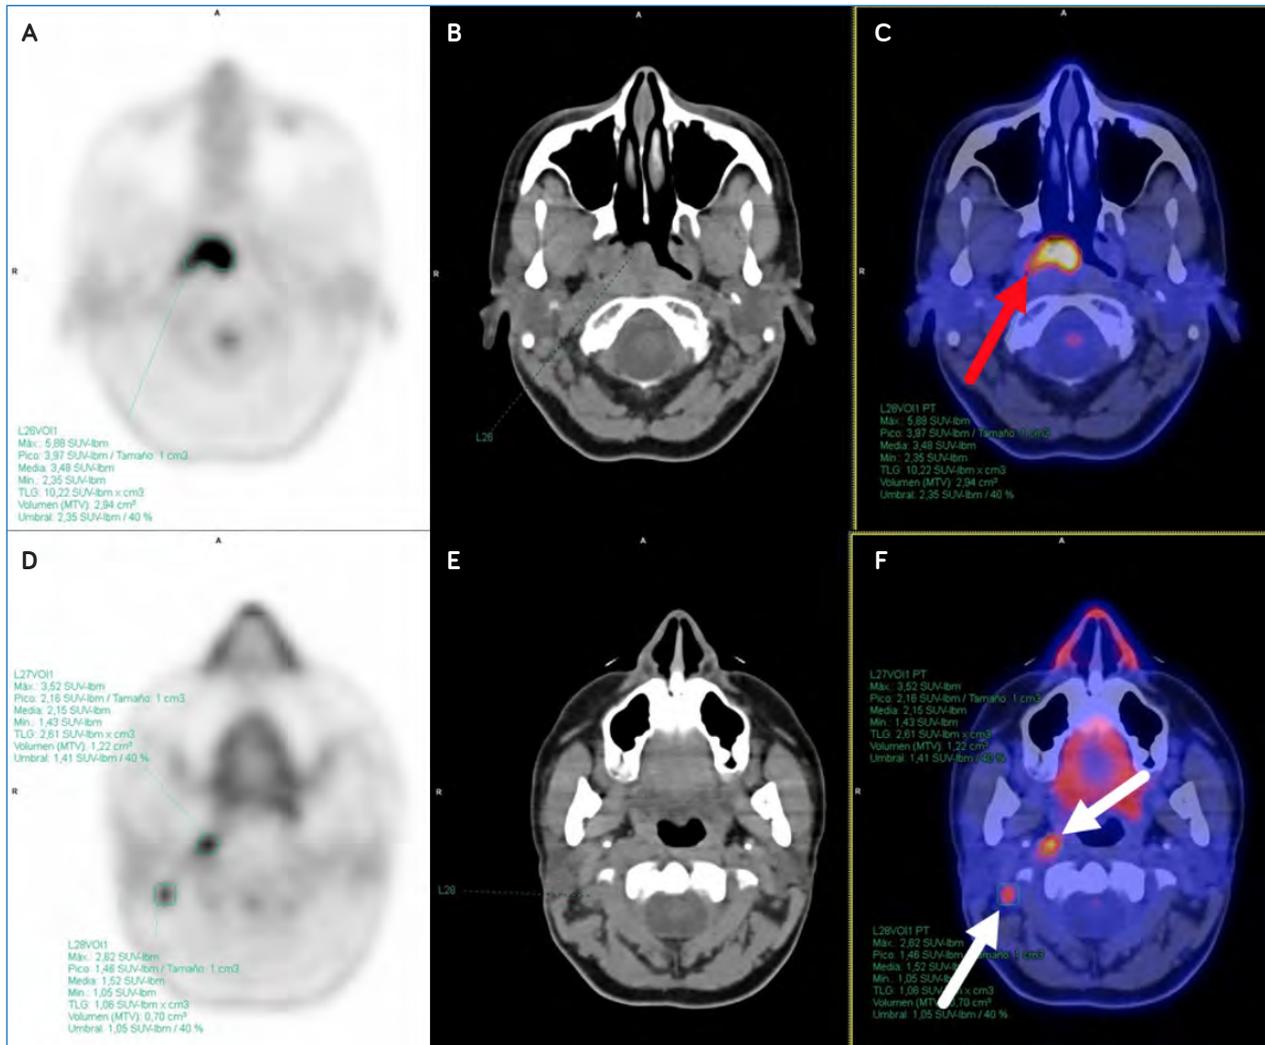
Paciente con tumor nasofaríngeo. FDG PET/TC de estadificación en el que se evidencia una tumoración hipermetabólica en la nasofaringe (A: PET. B: TC. C: Fusión PET/TC), así como dos adenopatías hipermetabólicas laterocervicales bilaterales (D: PET. E: TC. F: Fusión PET/TC).
